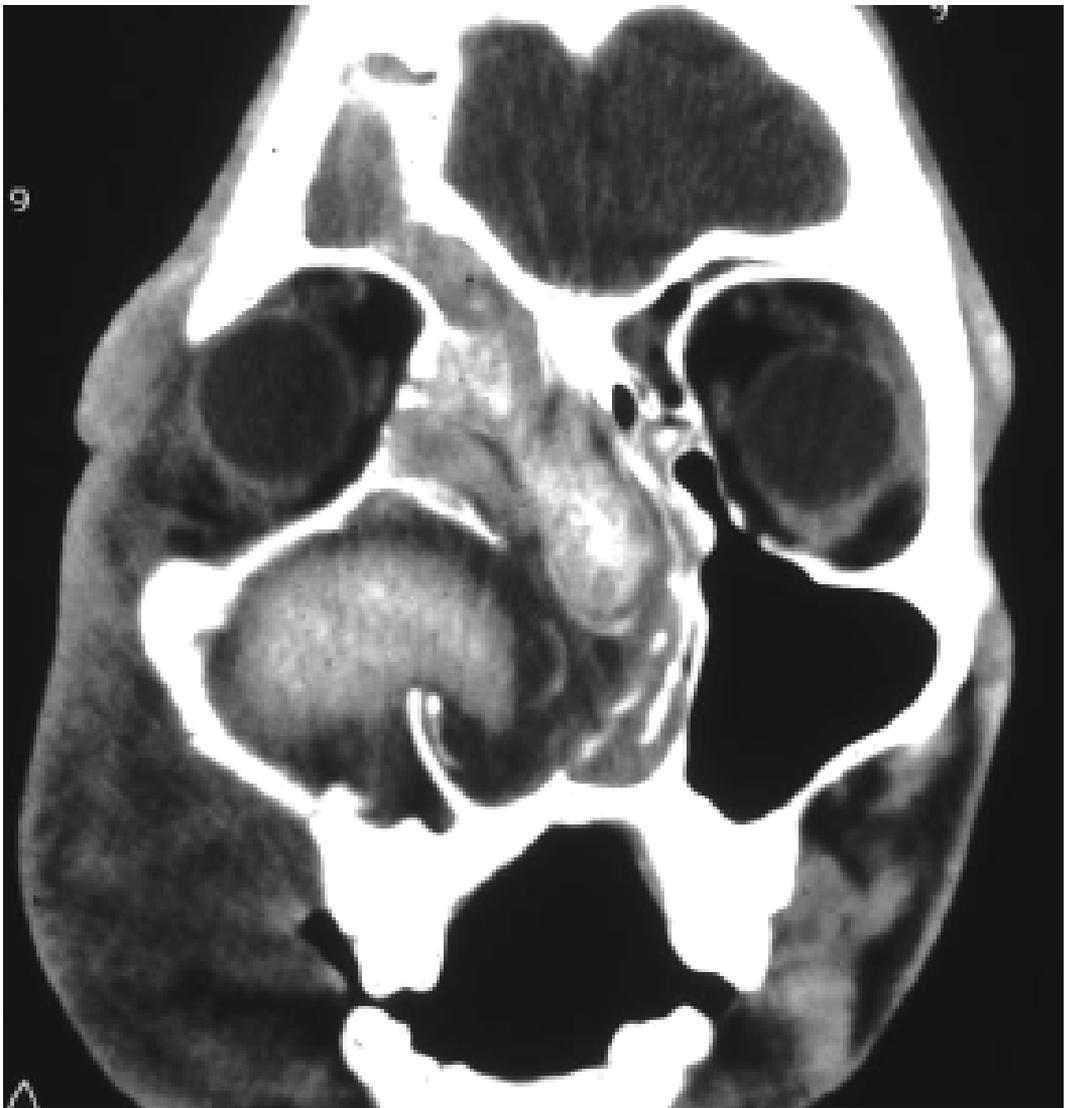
TC DE SEIOS DA FACE EM CASO GRAVE – ÁREAS DE DENSIDADE ÓSSEA NO INTERIOR DO MATERIAL FÚNGICO E GRANDES DEFORMIDADES FACIAIS (MELTZER ET AL. J ALLERGY CLIN IMMUNOL, 2004).
